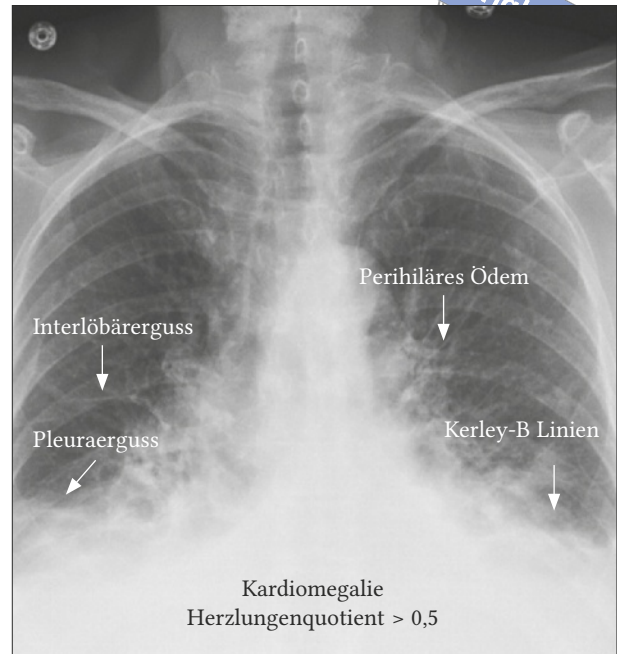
Röntgen-Thorax: Linksdilataion bei HI.
